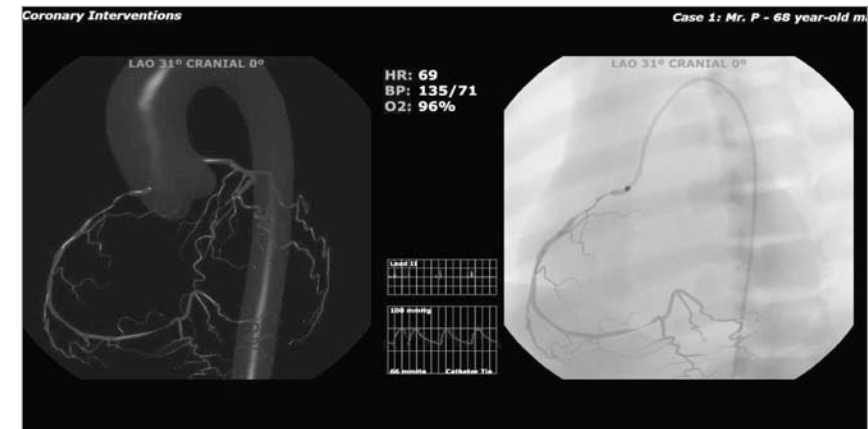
Simuliertes Röntgenbild und 3D-Darstellung (CathLab VR, CAE).
